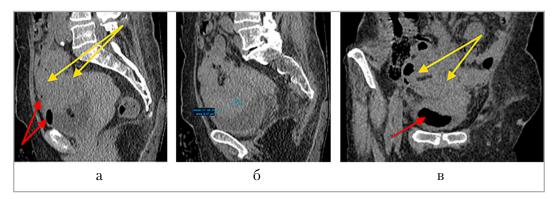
Компьютерные томограммы органов малого таза с внутривенным КУ: a — нативная фаза, сагиттальный срез; b — поздняя отсроченная фаза, сагиттальный срез; b — поздняя отсроченная фаза, корональный срез: определены денситометрические характеристики объемного образования — 31 HU (голубой маркер) на уровне подвздошной кишки (желтые стрелки), наличие в просвете мочевого пузыря пузырьков воздуха (красные стрелки)
